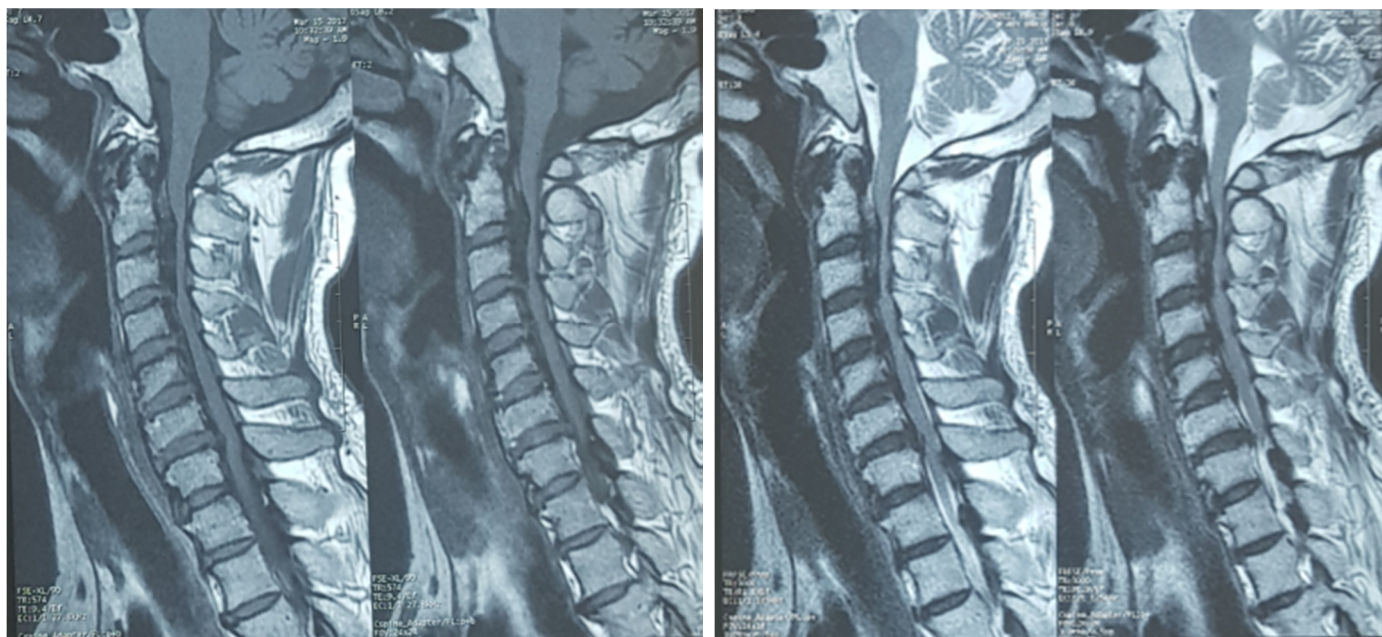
IRM cervicale en coupe sagittale montrant un canal cervical étroit de C2-C4 et hypertrophie du ligament commun postérieur de C2 à C4 associé à une hypertrophie du ligament commun antérieur de C5 à C7 associée à une arthrose étagée
